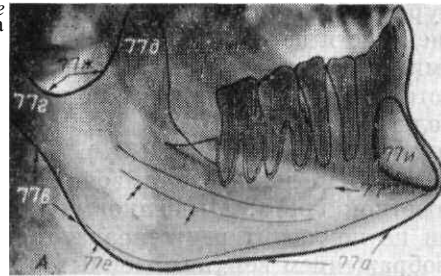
А — прицельная рентгенограмма нижней челюсти в боковой проекции.
